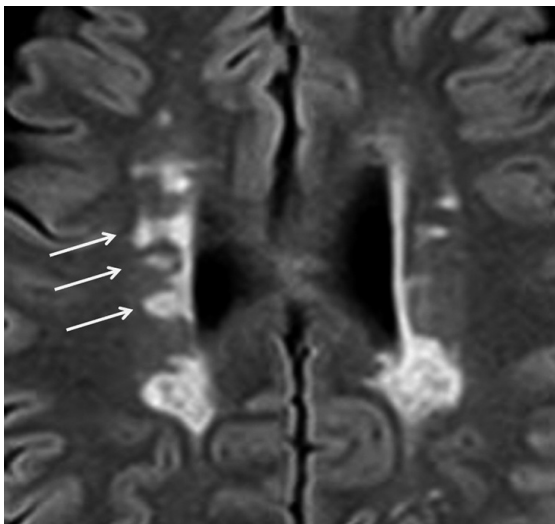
Imagen transversal T2-FLAIR en paciente con esclerosis múltiple. Obsérvese la confluencia lesional en la sustancia blanca periventricular de los hemisferios cerebrales, que conforman el típico margen externo en sierra (flechas).
